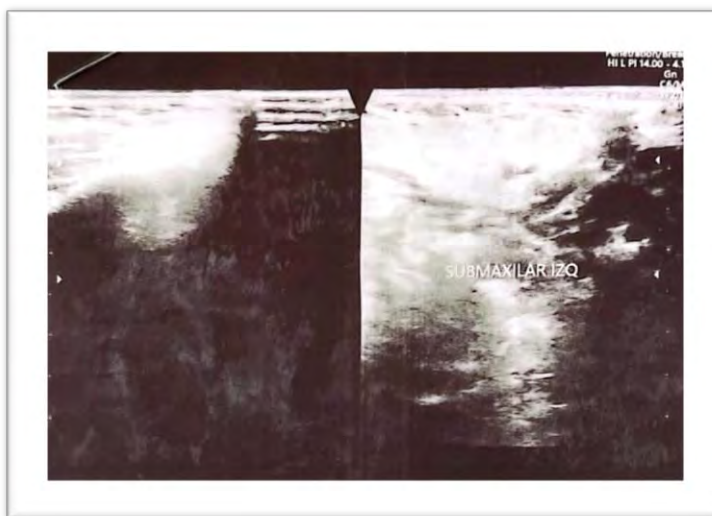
Ecografía Postquirúrgica Tejidos Blandos.
